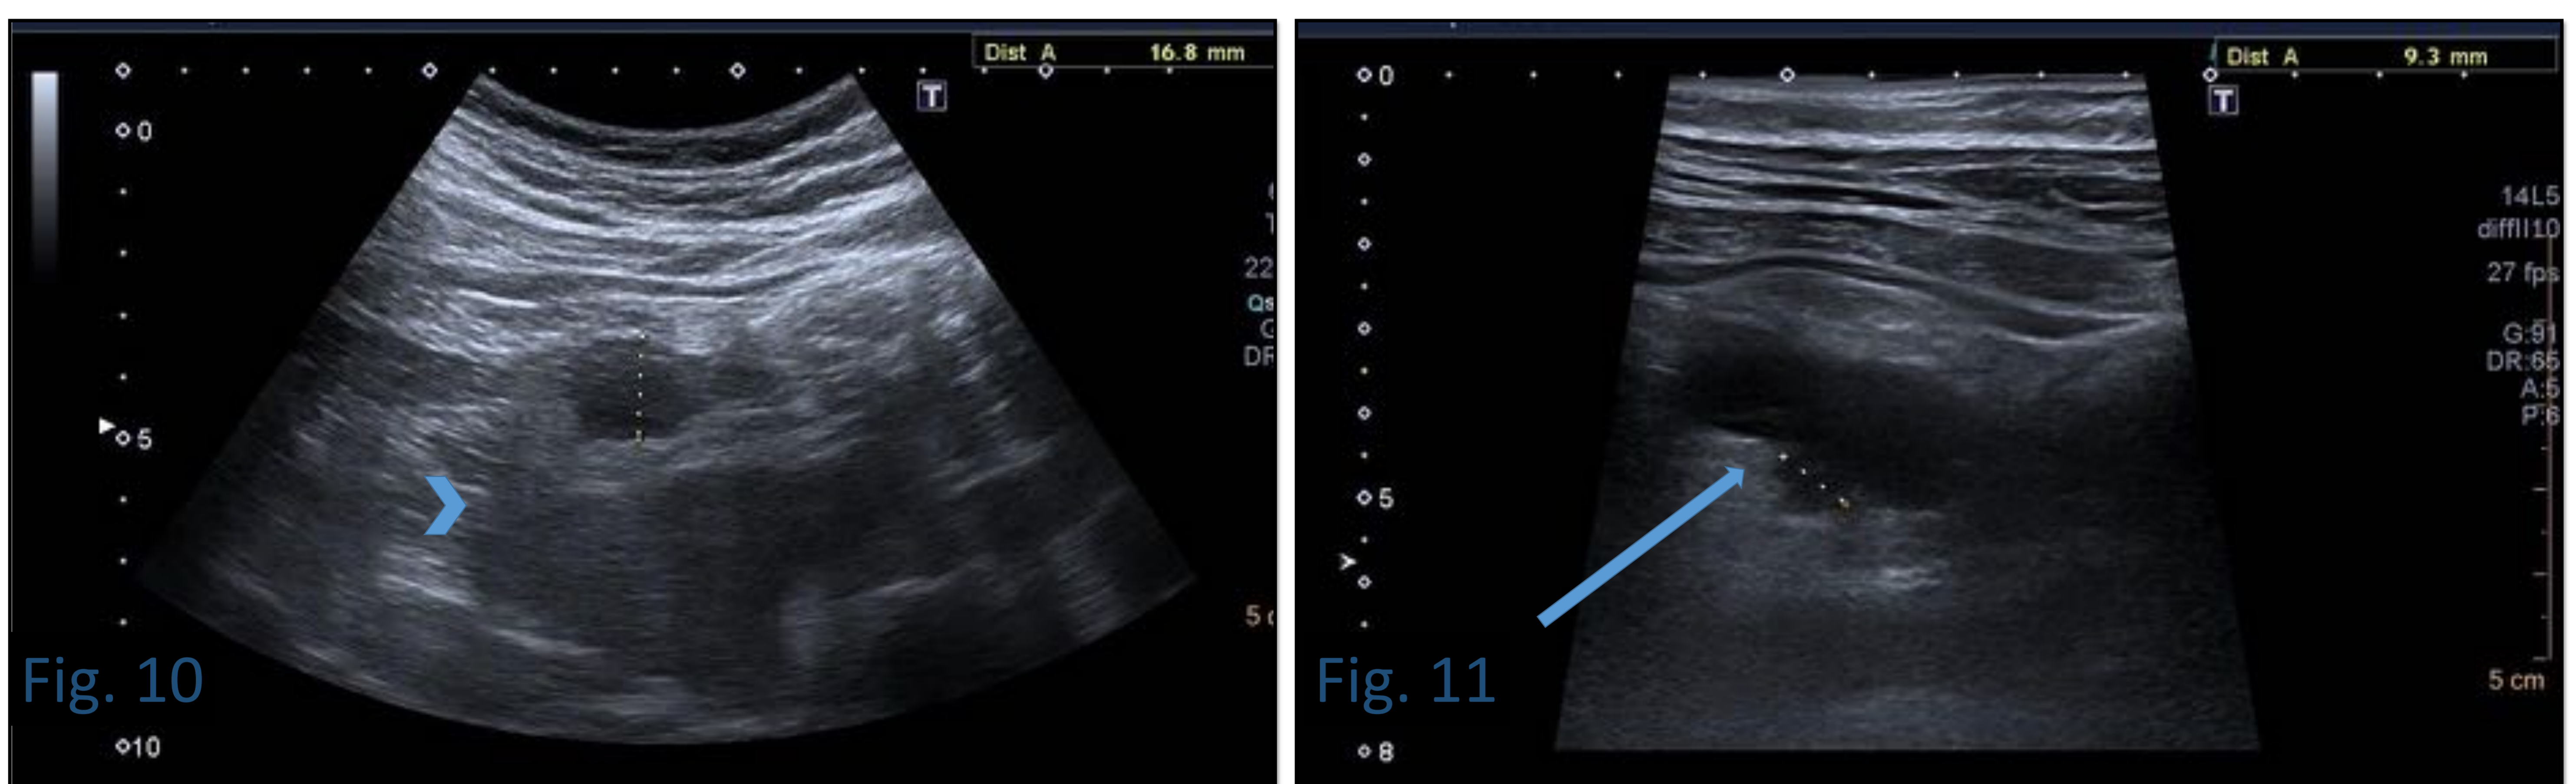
Muestran imágenes de ecografía (izquierda con sonda convexa y derecha con sonda lineal) de un mucocele de 16 mm de diámetro con ascitis ecogénica (cabeza de flecha) y discontinuidad de la pared (flecha). Esto nos hace sospechar presencia de malignidad y PMP. Se trató de un HAMN.
